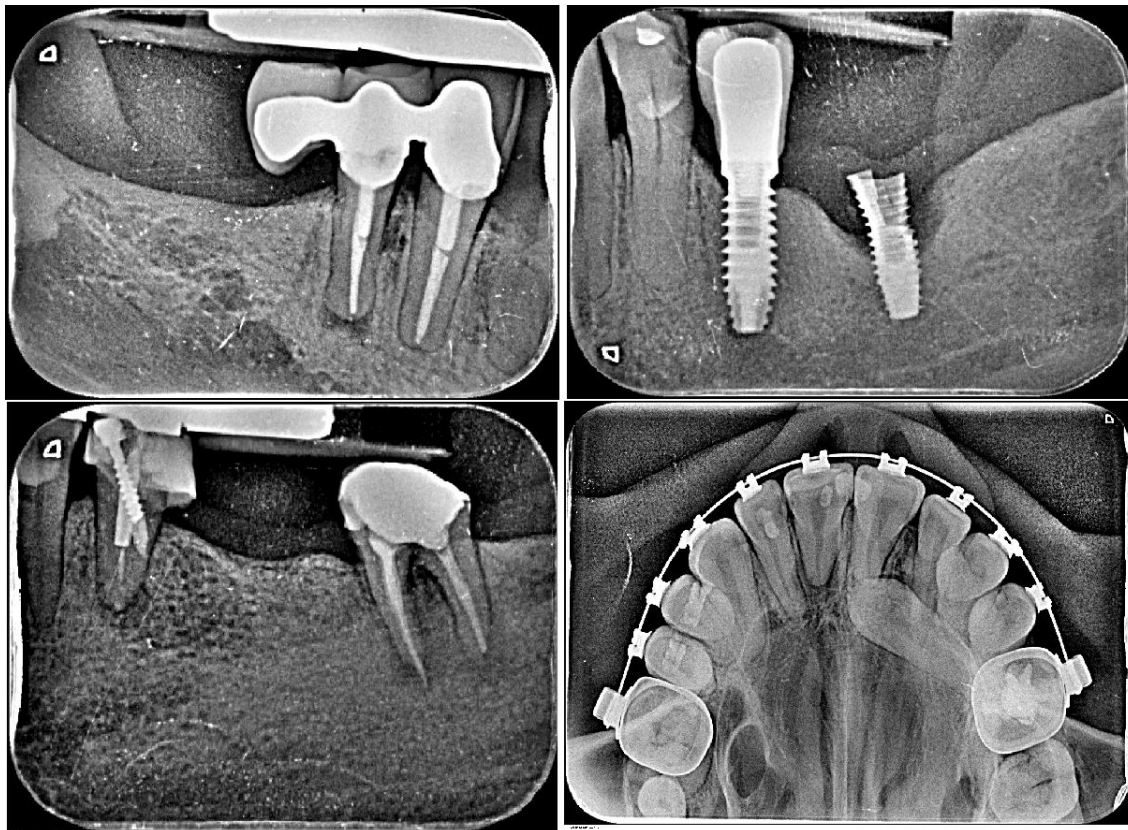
Radiografías intraorales.¹⁰⁵
